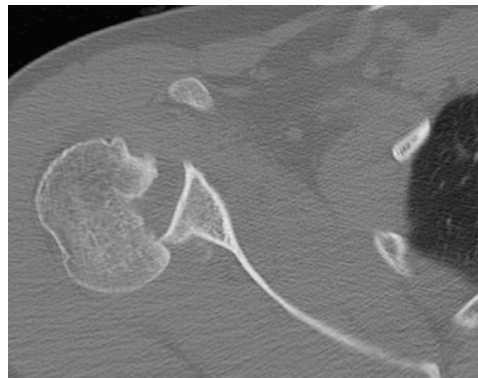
Right shoulder pre-operation Computed Tomography view
